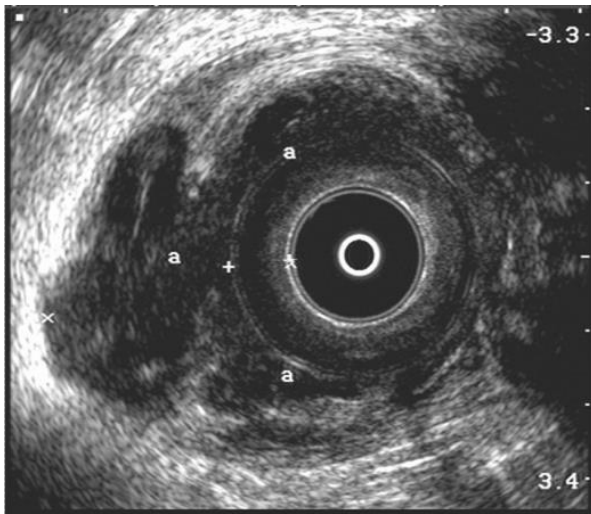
Anal endosonografi incelemesinde hypoekoik intersfinkterik fistül görünümü.
